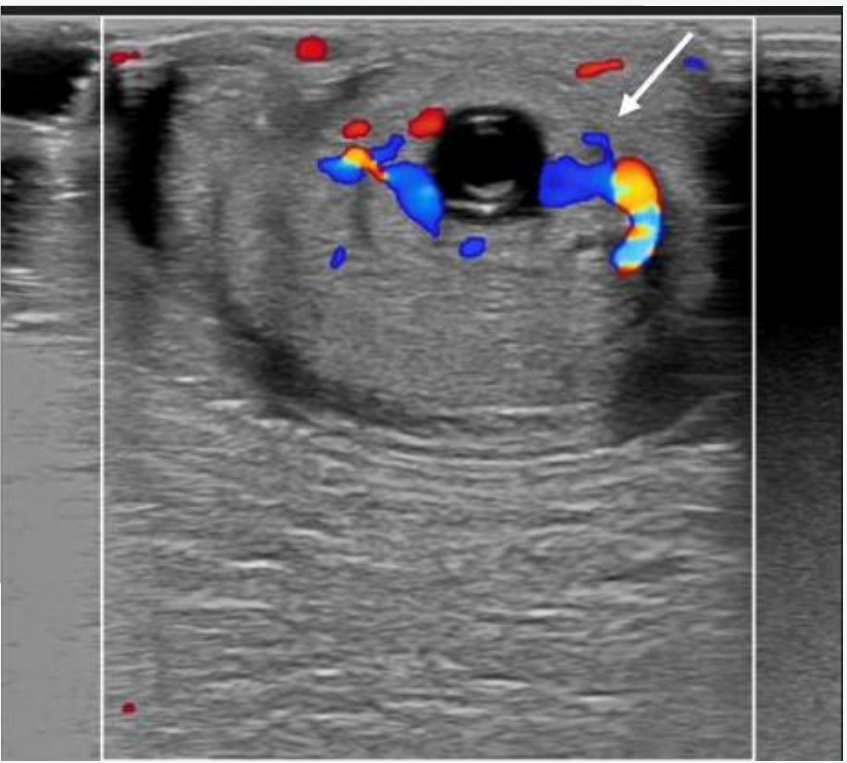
Balanopostite: edema do prepúcio com infiltração hipocogênica no entorno do corpo cavernoso, na porção bulbar do pênis, e aumento de fluxo ao Doppler (seta).
